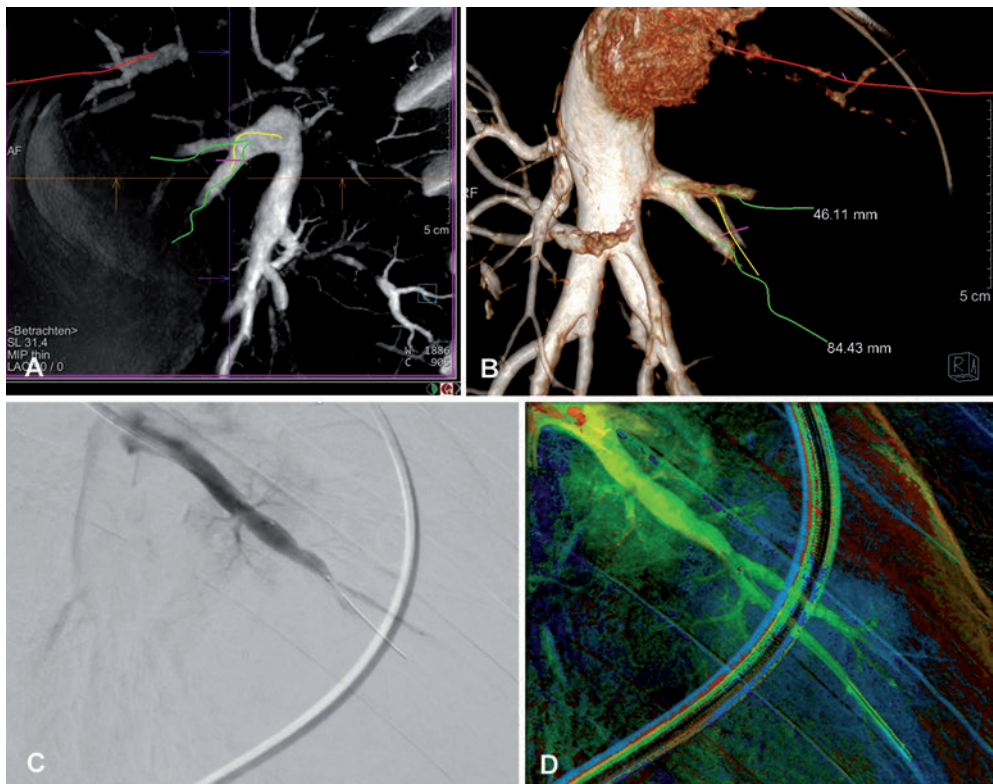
C-Arm-CT der Pulmonalarterien bei einem Patienten mit CTEPH. Durch die lokale Injektion von Kontrastmittel wird eine präzise Darstellung auch hochgradig stenosierter Gefäße erzielt, die es erlaubt, den Pfad durch das Gefäß einzuzeichnen (A/B). Diese Information wird dann während der Durchleuchtung überlagert, um den Ballonkatheter zu platzieren (C). Am Ende der Prozedur dient die farbkodierte Flussquantifizierung (syngo iFlow, Siemens Healthcare) zur Darstellung des Therapieerfolges (D).
